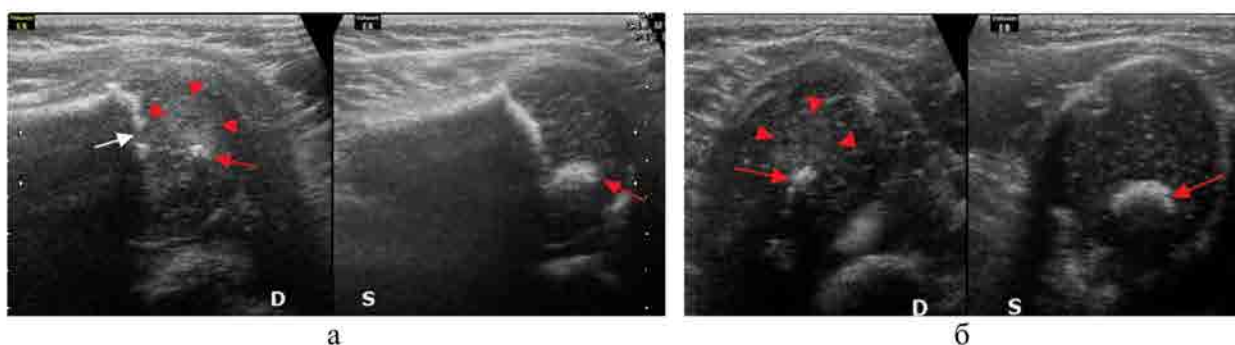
Сонограммы той же пациентки, УЗИ в динамике через 2 месяца: а – продольные сканы, минимальная неровность метафизарной линии, зона повышения эхогенности в эпифизе, уменьшение размеров ядра окостенения; б – поперечные сканы проксимальных эпифизов плеча справа и слева в режиме 2-х полей, асимметрия ядер окостенения в эпифизах
